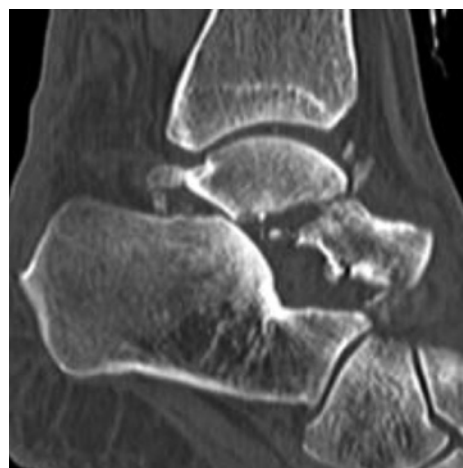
Tomografía de tobillo imagen sagital
